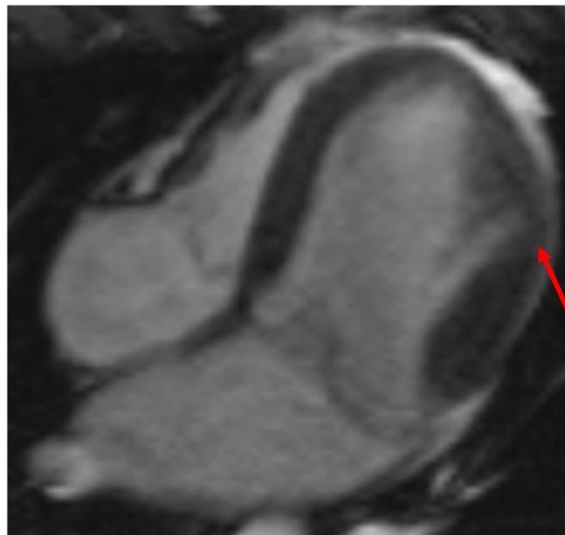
Кино-МРТ, 4-камерная проекция, систола, область дискинеза по боковой стенке ЛЖ показана стрелкой.
